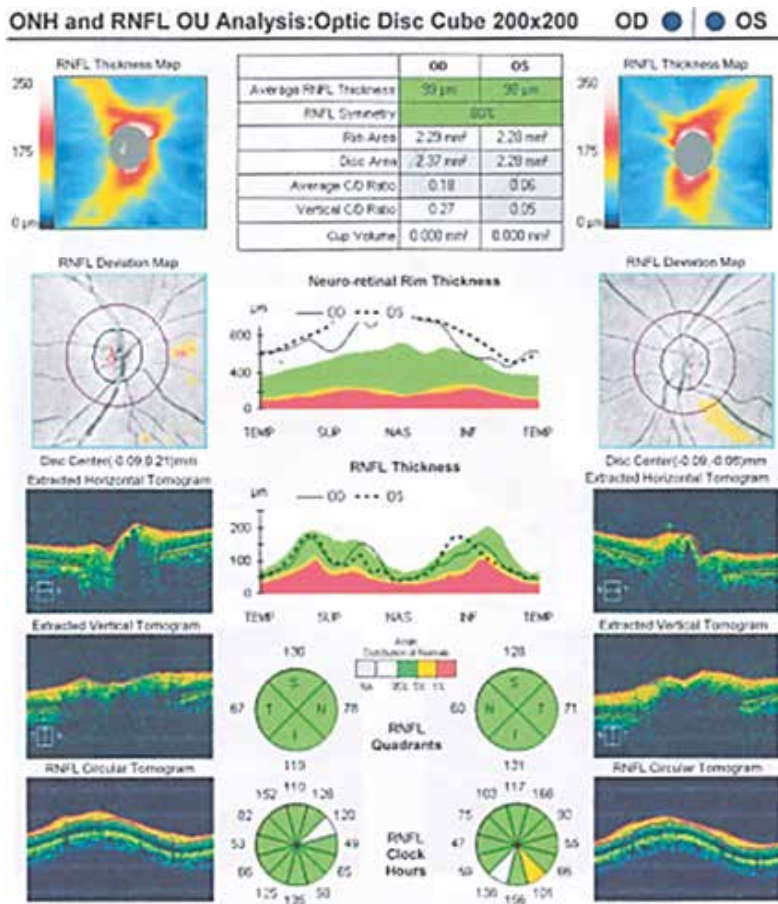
Оптическая когерентная томография. Толщина НРП утолщена во всех сегментах. СНВС перипапиллярной зоны в пределах нормальных значений
